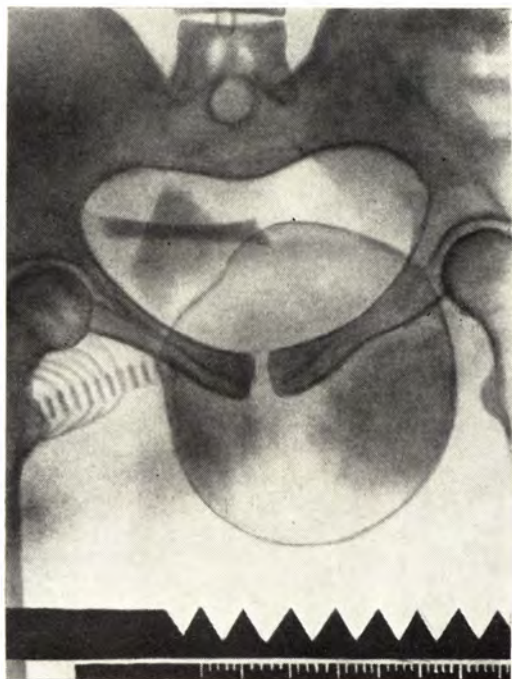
Прямая рентгенограмма таза. Плоская форма входа в таз.
